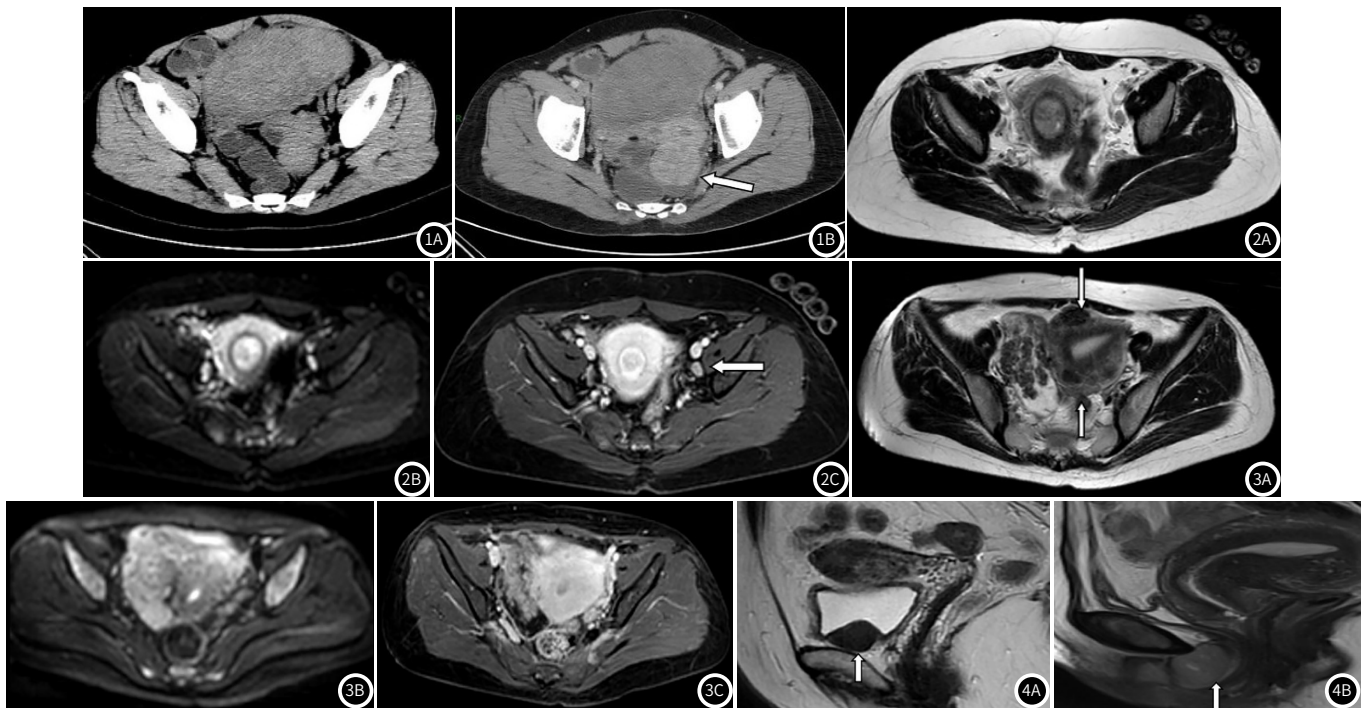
浆膜下肌瘤伴玻璃样变性, CT平扫示盆腔子宫旁囊实性软组织肿物, 增强扫描实性成份强化, 呈不均匀“分隔”样强化, 合并子宫肌瘤(图1B箭头)。图2 黏膜下肌瘤(富细胞型肌瘤), MRI平扫T₂WI呈稍高/高信号, 弥散受限, 增强显著强化, 左侧髂血管旁一枚肿大淋巴结(图2C箭头)。图3 阔韧带肌瘤伴玻璃样变性, 右侧附件区肿物, MRI平扫T₁WI呈高/低信号混杂, 弥散受限, 增强扫描呈不均匀强化, 呈“沼泽湿地征”, 合并多发子宫肌瘤(图3A箭头); 图4A 膀胱平滑肌瘤, 膀胱壁肿物(箭头), MRI平扫T₂WI呈低信号肿物; 图4B 尿道平滑肌瘤, 尿道区肿物(箭头), MRI平扫T₁WI呈稍高/高信号。
